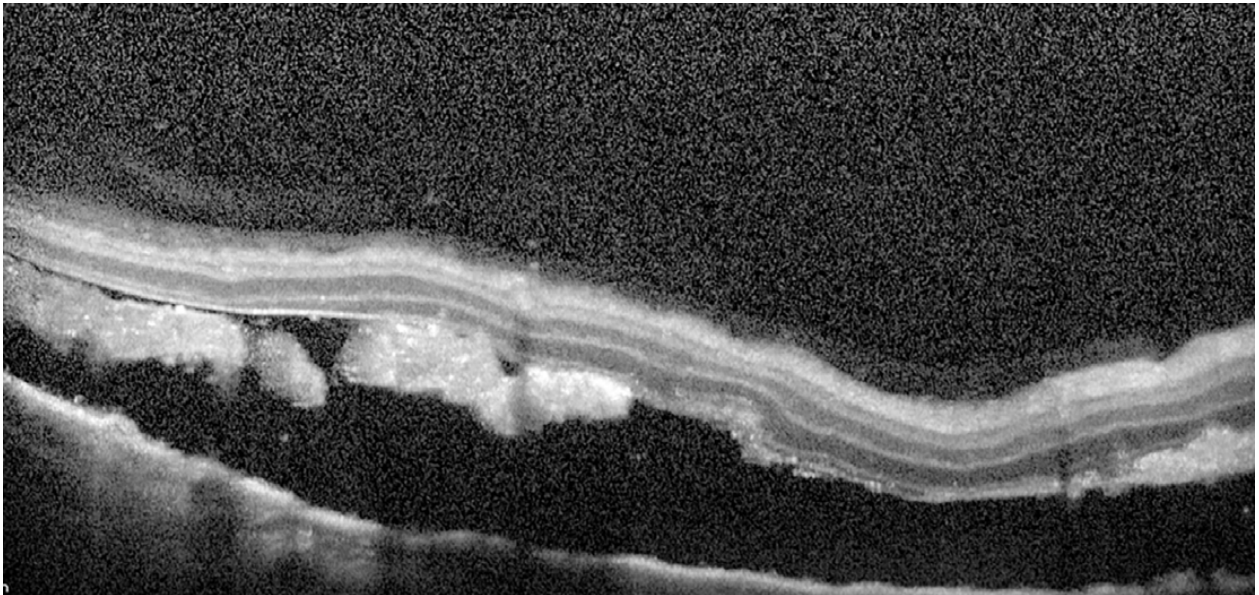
Tomografía de coherencia óptica donde se observa desprendimiento seroso del neuroepitelio con lesiones hiperreflectivas subretinales compatibles con líquido con alto contenido proteico.
